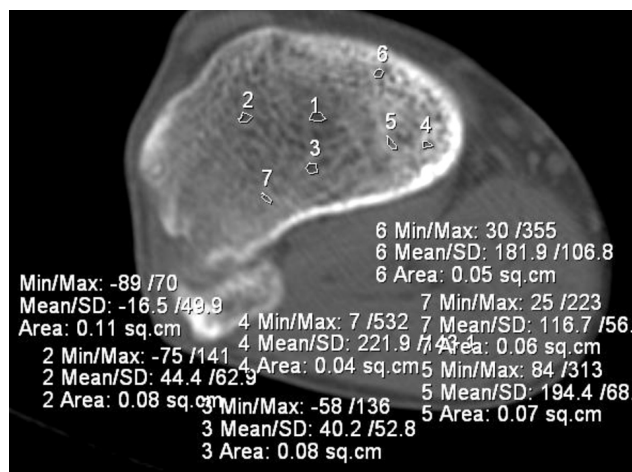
КТ коленных суставов, аксиальный срез на уровне проксимального метафиза левой большеберцовой кости больного витамин D-резистентным рахитом 3., 21 год. До лечения. Средняя площадь ячеек 0,07±0,02 см²
